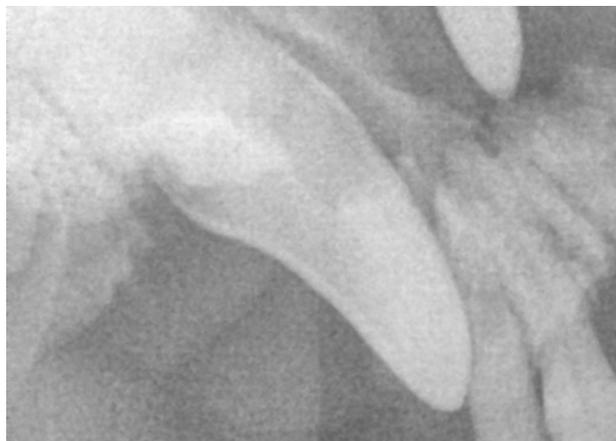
右上顎犬歯の口腔内X線画像 歯槽骨の透過性亢進は認められなかった
